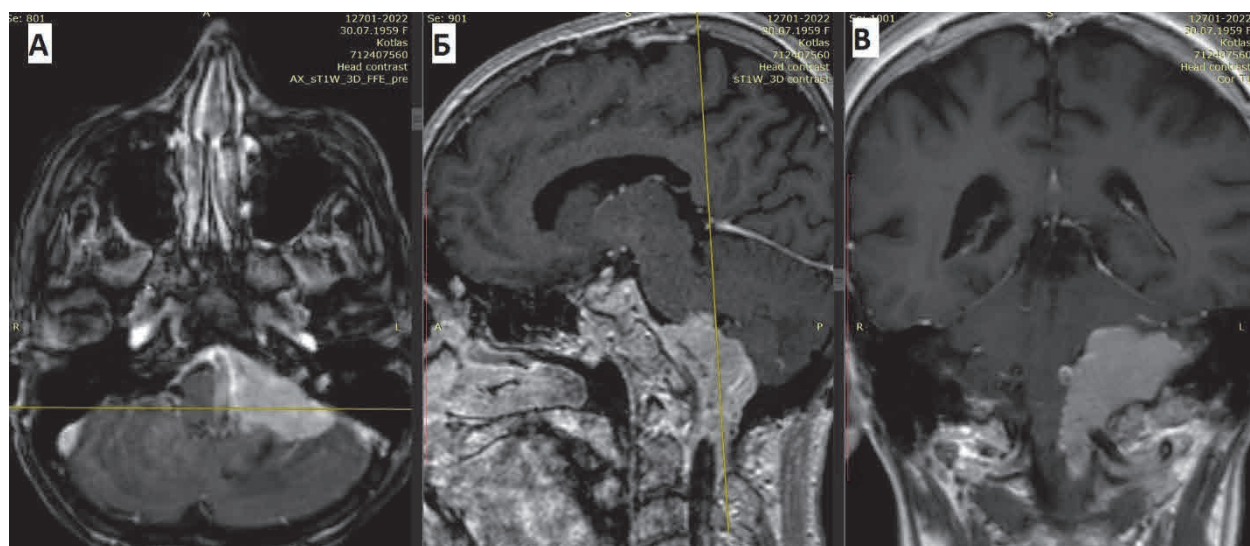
МРТ головного мозга пациентки Ч., 64 лет (история болезни № 32144/C2022), с внутривенным контрастным усилением от 03.08.2022: аксиальная проекция (а); сагиттальная проекция (б); коронарная проекция (в)
